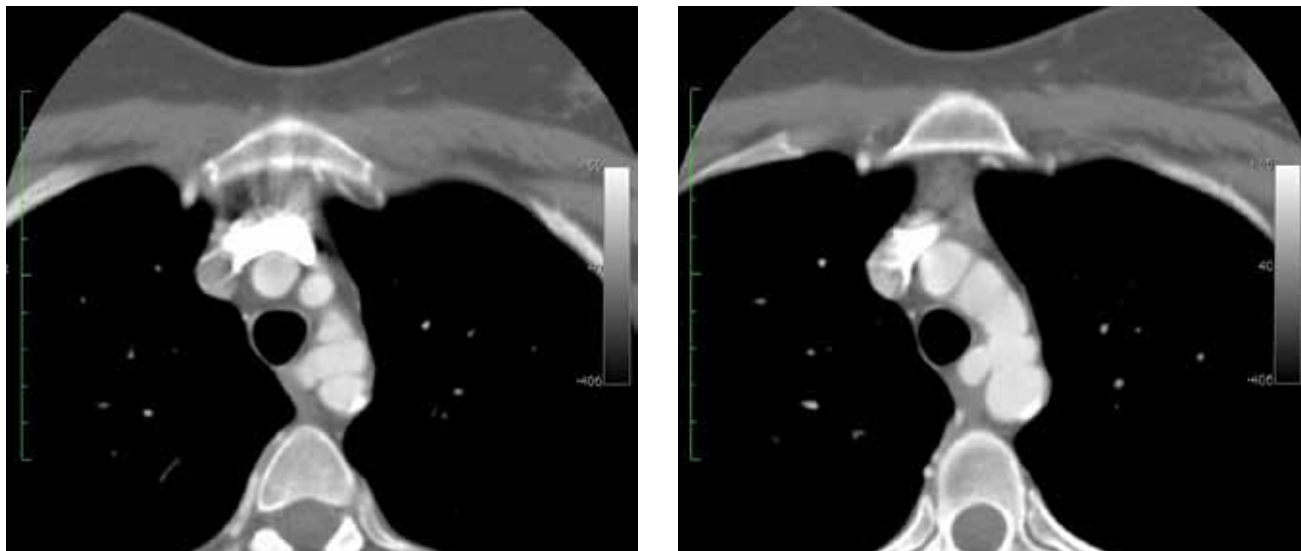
СКТ-АГ пациента с ВДА, аксиальные срезы.
